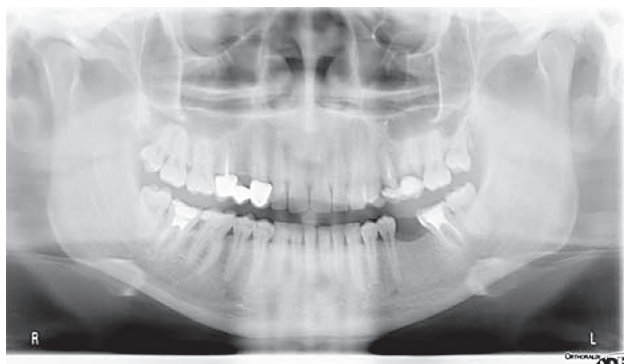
Пациент Н., 27 лет. DS: вторичная частичная адентия. Ортопантомограмма
